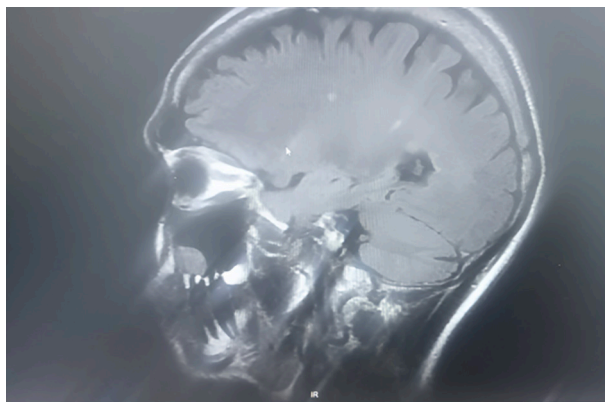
Resonancia magnética cerebral en secuencia FLAIR, corte sagital. Se observan múltiples lesiones hiperintensas en la sustancia blanca periventricular y en el cuerpo calloso, compatibles con desmielinización. Destaca una lesión con captación de contraste en el esplenio del cuerpo calloso, indicativa de actividad inflamatoria reciente, hallazgo característico de la esclerosis múltiple.
